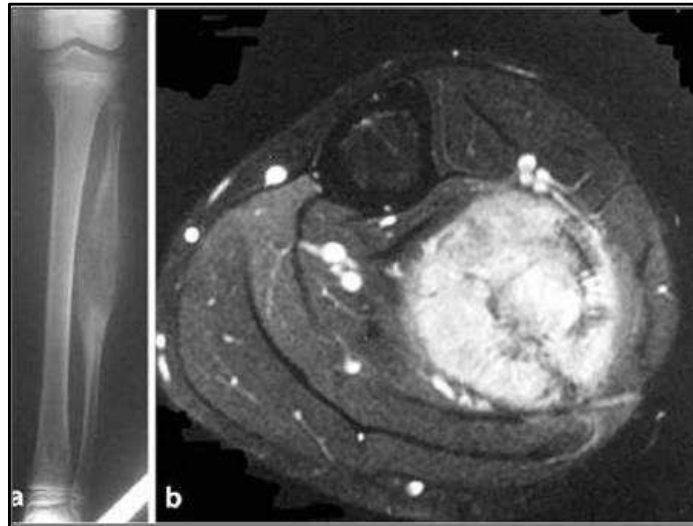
radiografía simple de ES en peroné mediodiafisario (a) y resonancia magnética (b). Destaca la presencia de gran masa de partes blandas y afectación endomedular objetivable en secuencia T2 con supresión grasa (151).
